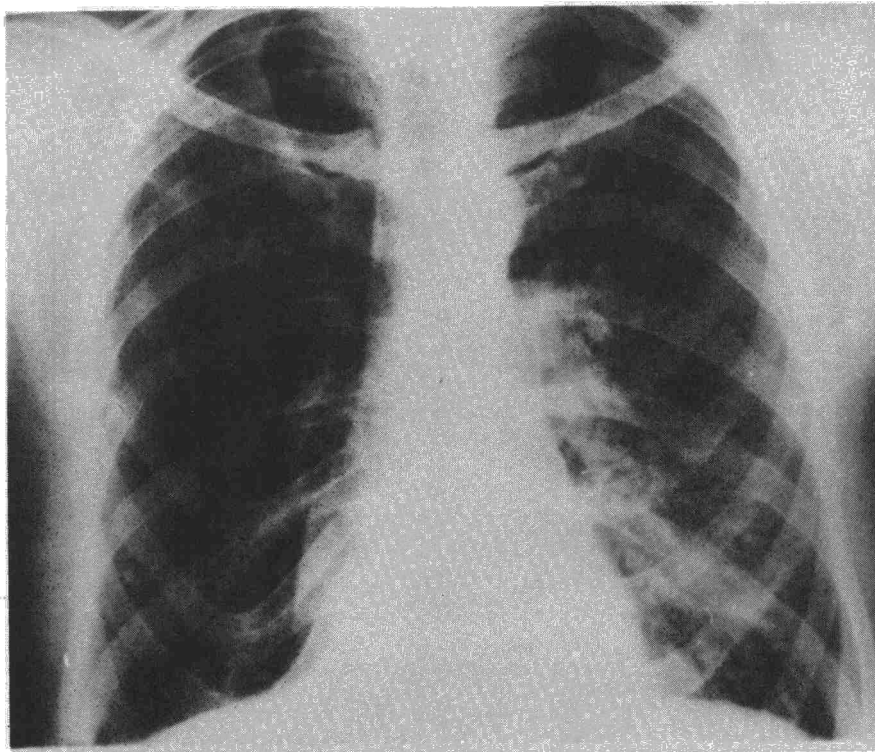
Obs. 2. Radiografía anteroposterior de tórax.
